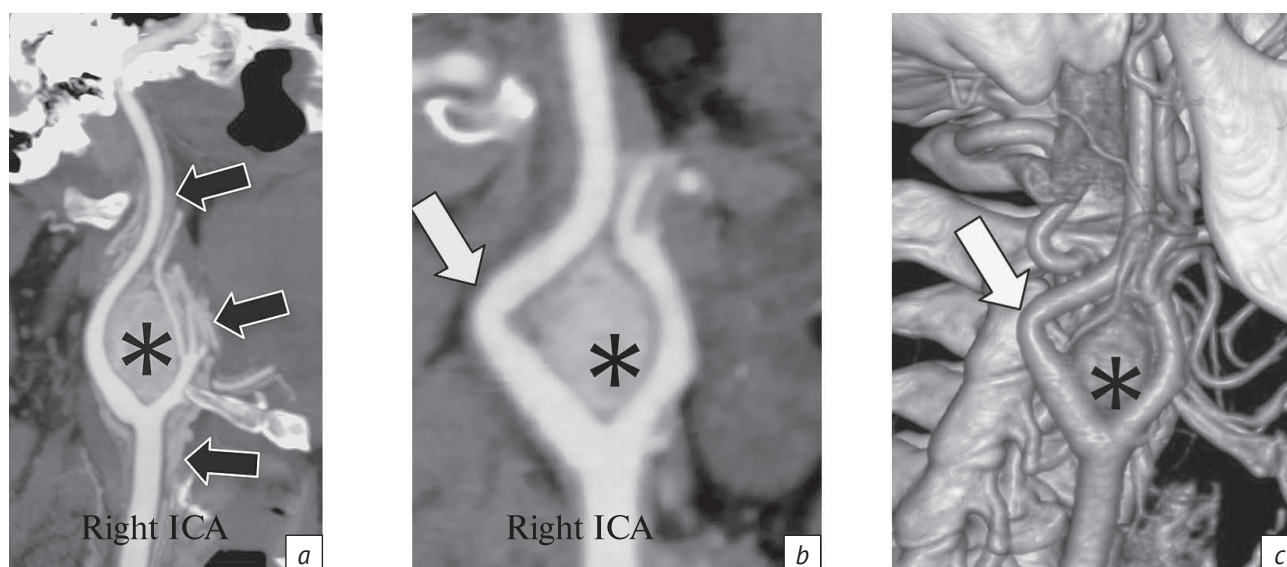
КТ-ангиограммы БЦА, артериальная фаза болюсного контрастирования. Хемодектомы I типа по W. Shamblin (звездочки), сочетание образования и деформации правой внутренней сонной артерии под прямым углом (белые стрелки) у одного пациента (a), сочетание множественных извитых сосудов в окружающих тканях (черные стрелки) и хемодектомы у второго пациента (b, c):
